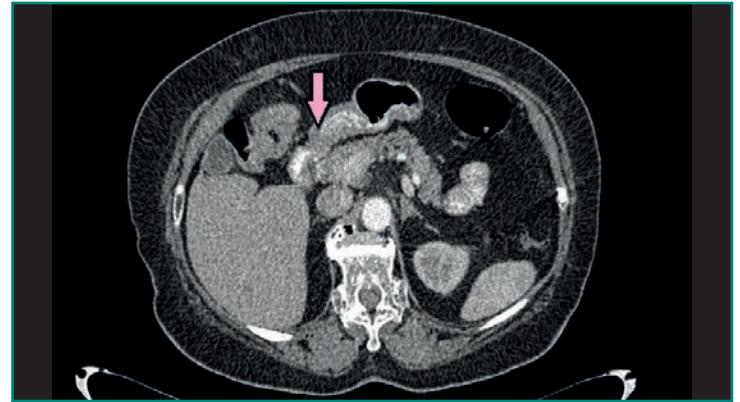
TC de tumor obstructivo en ángulo hepático del colon. La zona señalada en la imagen (flecha) muestra un engrosamiento irregular de la pared del colon con disminución de su luz, correspondiente a un tumor obstructivo.
